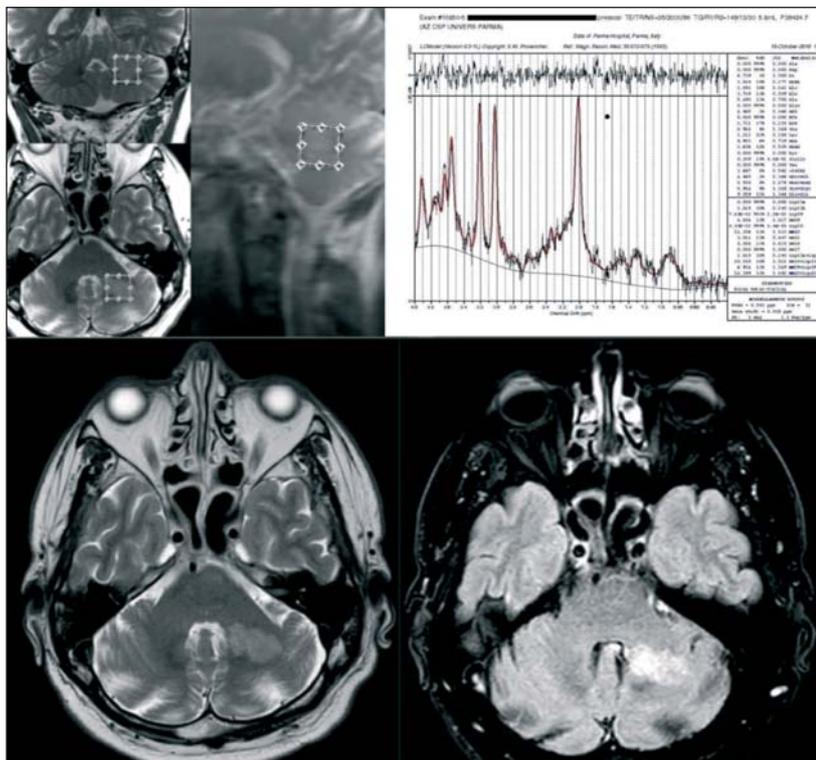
Le immagini assiali T2 e FLAIR (Fluid Attenuated Inversion Recovery) mostrano un’area di alterato segnale avente la medesima intensità della sostanza grigia cerebellare. Nelle immagini in alto a sinistra è riportata la posizione del Volume Of Interest (VOI) all’interno del focolaio, mentre nell’immagine a destra è presente in dato spettro rielaborato con il software Linear Combined Model.
